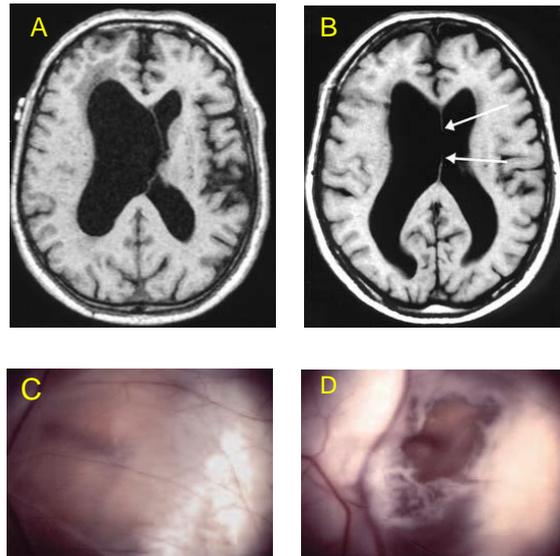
Fenestración de septum pellucidum. Ventrículo lateral derecho atrapado causado por un aneurisma gigante de la punta de la basilar que obstruye el foramen de Monro derecho. A. IRM en T1 muestra dilatación del ventrículo lateral derecho, B. IRM en T1 6 meses después de la cirugía. Se observa la fenestración en el septum pellucidum, y la disminución en el tamaño del ventrículo derecho, C y D fotografías intraoperatorias que muestran una visión neuroendoscópica, septum pellucidum translucido (C) y posteriormente fenestrado (D) (42).
